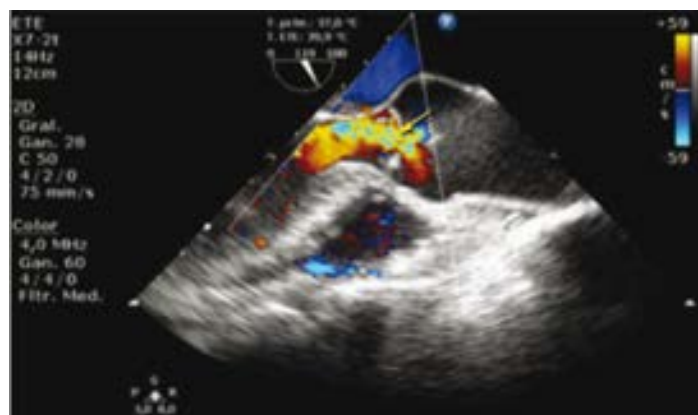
Ecocardiograma transesofágico: endocarditis válvula aórtica complicada con insuficiencia severa
